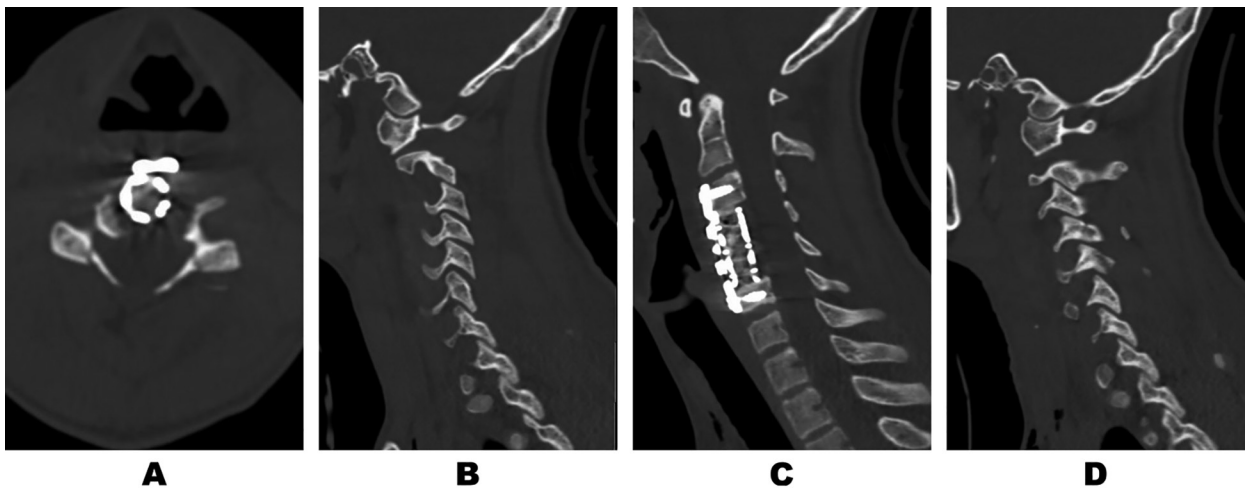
Пацієнт К. СКТ шийного відділу хребта після виконання декомпресивно-стабілізуючого хірургічного втручання. Аксіальна проекція на рівні C5 (А), сагітальна реконструкція: в проекції лівих фасеткових суглобів (Б), по середній лінії (В), у проекції правих фасеткових суглобів (Г)
